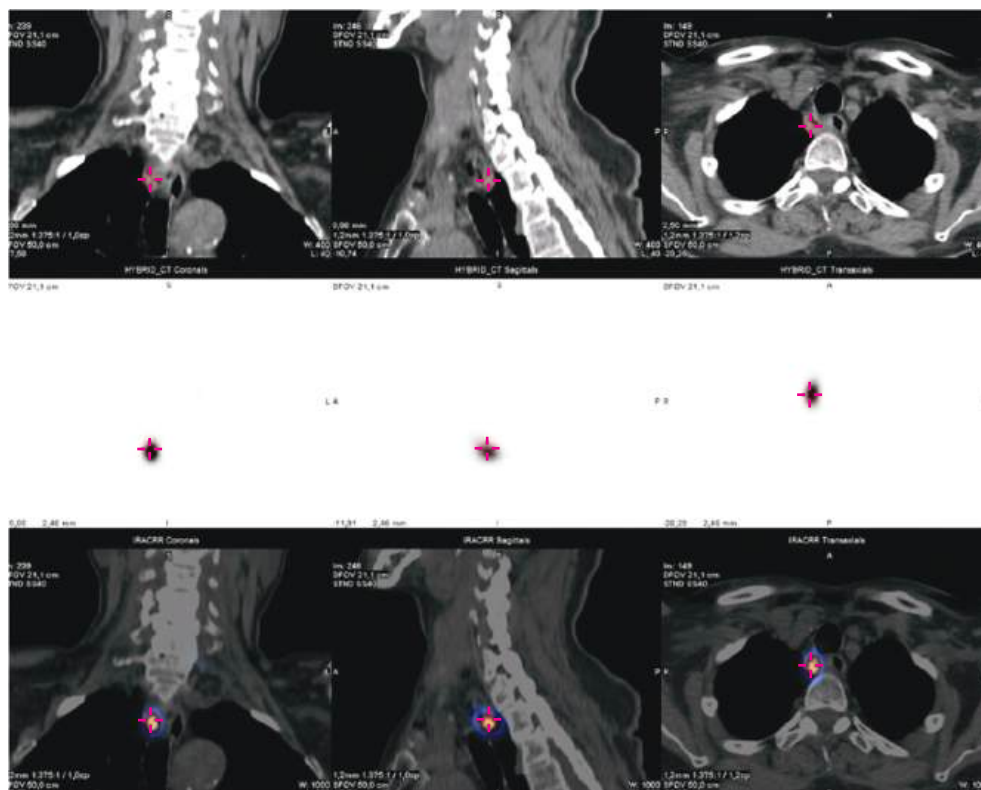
". Imágenes de la TC en los tres planos del espacio, la información gamagráfica del SPECT y la fusión del SPECT-TC que muestra la actividad de los MAA marcados, localizada en el adenoma paratraqueal inferior y posterior derecho del mismo paciente.
